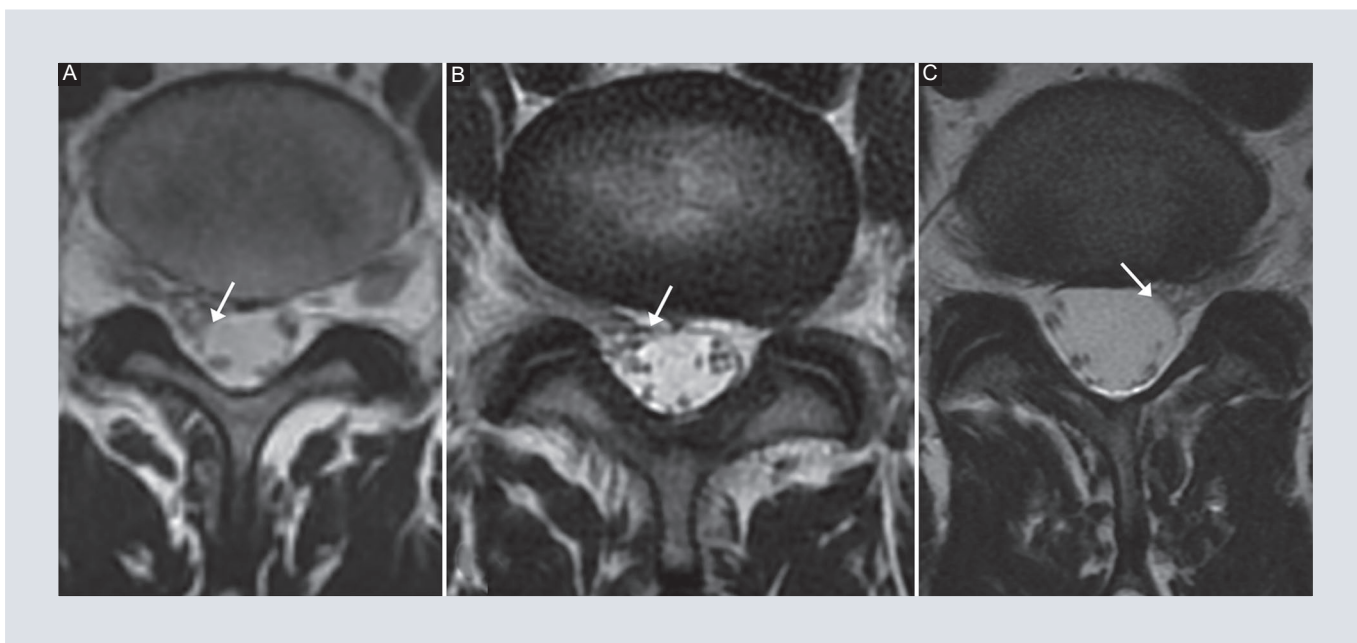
Imágenes de resonancia magnética de tres pacientes con raíz nerviosa conjunta en nivel L5-S1 donde se observa el signo de la esquina. Imágenes potenciadas en T2, plano axial. A-B: flechas muestran la asimetría de la esquina anterolateral del saco dural con menor concavidad derecha; C: izquierda.
